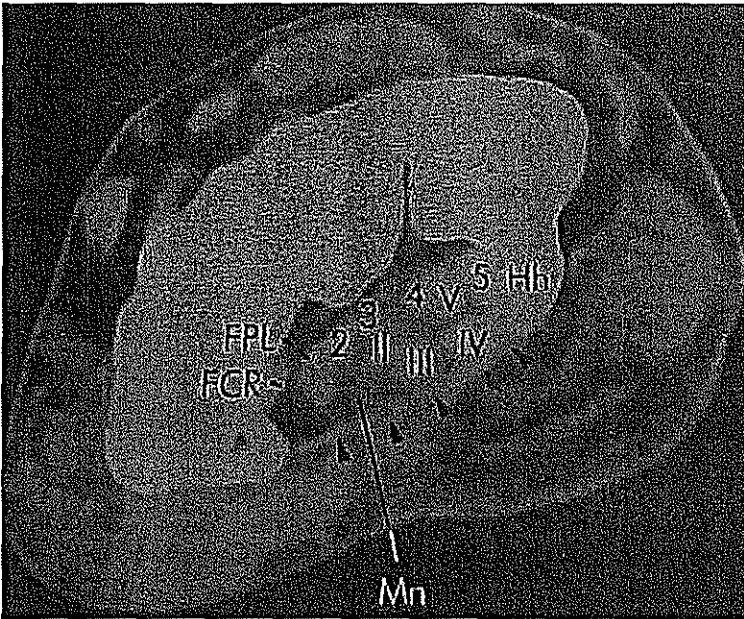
ESTRUCTURAS DE TEJIDO BLANDO DEL TUNEL CARPIANO. IMAGEN DE T.C. AXIAL A TRAVÉS DE LA APOFISIS UNCIFORME DEL HUESO GANGHOSO (Hh) MOSTRANDO EL LIGAMENTO ANULAR ANTERIOR (PUNTAS DE FLECHA), EL TENDON DEL MUSCULO PALMAR MAOR (FCR), EL TENDON DEL FLEXOR LARGO PROPIO DEL PULGAR (FPL), EL NERVI0 MEDIANO (Mn) Y LOS FLEXORES DE LOS DEDOS, SUPERFICIAL Y PROFUNDO (2 a 5). (TOMADO DE Firozznia, H.F. Imágenes por RM y TC del sistema músculoesquelético. Ed. MOSBY. 1993).
